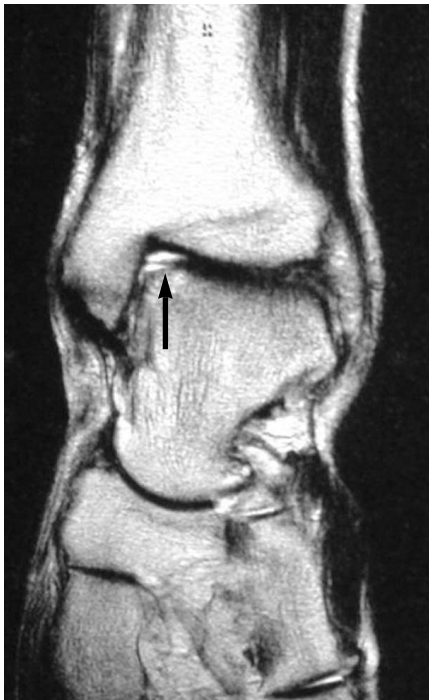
A 47 year-old male with medial ankle pain. Coronal T2-weighted MR image(3000/119) shows subchondral high SI with overlying cartilage defect in the medial corner of talus(arrow), representing osteochondritis dissecans.
